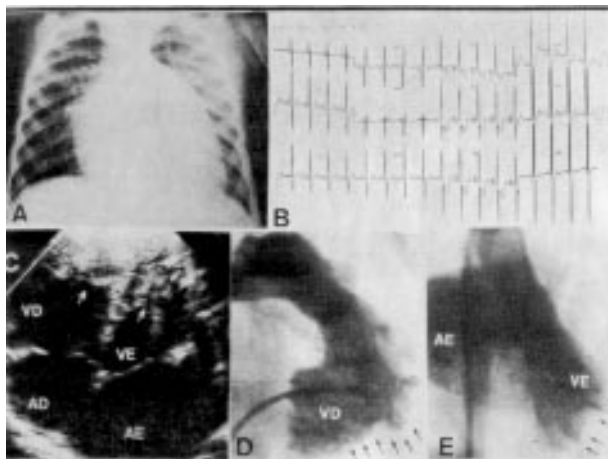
A) Radiografia do tórax em posição ântero-posterior evidenciando cardiomegalia. Índice cardiotorácico 0.65. Há aumento de todas as cavidades cardíacas. Nota-se também redistribuição do fluxo sanguíneo pulmonar para lobos superior devida a congestão venosa pulmonar; B) eletrocardiograma em ritmo sinusal revelando sobrecarga bi-ventricular, com predomínio de ventrículo direito e sobrecarga bi-atrial; C) ecocardiograma bi-dimensional em corte apical 4 câmaras. Nota-se dilatação de ambos os átrio (AD e AE). O ventrículo direito (VD) é dilatado e apresenta amputação da ponta (seta) por fibrose endocárdica. O ventrículo esquerdo (VE) apresenta cavidade de volume reduzido por presença de fibrose causando amputação do ápice (setas) e acometimento da porção médio apical do septo interventricular e parede lateral; D) cineangiocardiógrafia do ventrículo direito (VD) em sístole revelando amputação da ponta (setas), diminuição das trabeculações e dilatação da via de saída. O tronco da artéria pulmonar se mostra dilatado. Existe discreta regurgitação tricúspide; E) cineangiocardiógrafia do ventrículo esquerdo (VE) em sístole, mostrando paredes lisas sem trabeculações, amputação de sua porção apical (setas). Há nítida opacificação do átrio esquerdo (AE) por insuficiência mitral acentuada.
